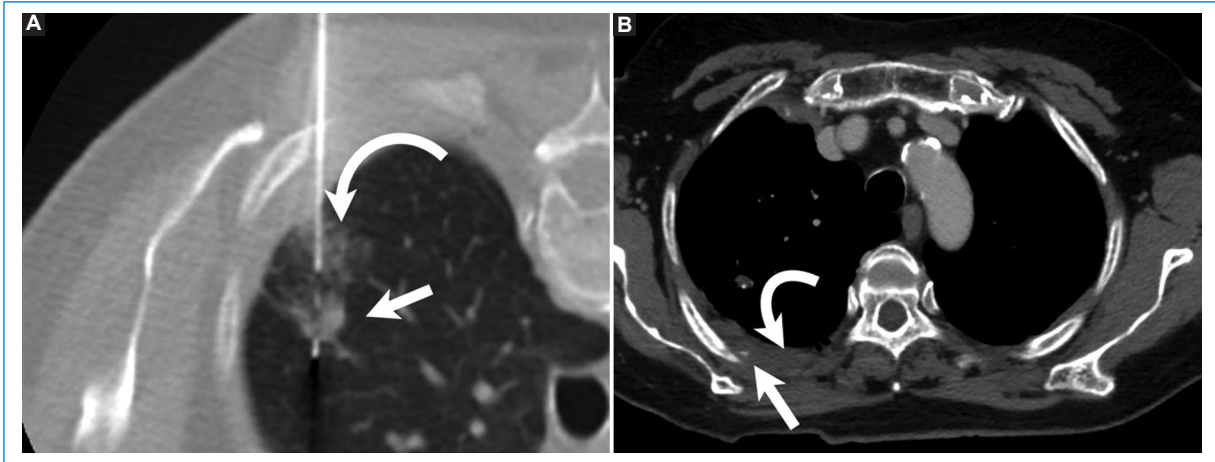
Mujer de 73 años en estudio por presencia de nódulos pulmonares y nódulo cerebral. (A) Biopsia pulmonar bajo tomografía en decúbito ventral con técnica coaxial y aguja de corte 18 G. Se observa pequeño nódulo pulmonar (flecha) con hematoma parenquimatoso adyacente (flecha curva). (B) Angiotomografía en tiempo venoso 40 min posbiopsia pulmonar en contexto de dolor y dificultad respiratoria que muestra pseudoaneurisma de arteria intercostal (flecha) con hemotórax leve adyacente (flecha curva).
